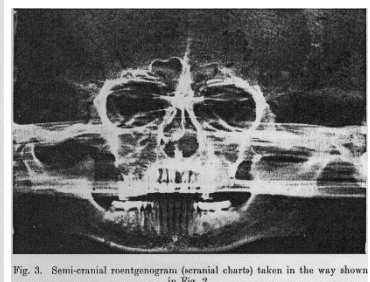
Semi-cranial roentgenogram (cranial charts) taken in the way shown in Fig. 2.
